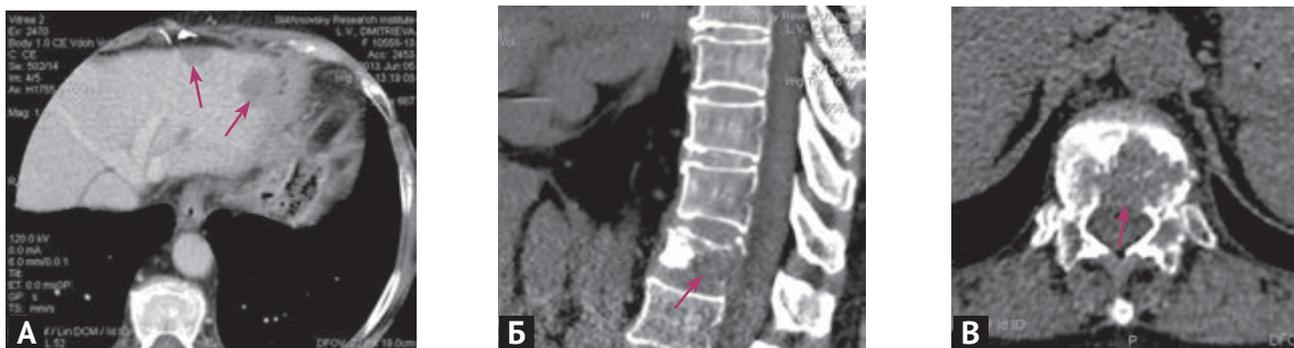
Мультиспиральная компьютерная томограмма: А — множественные гиповаскулярные очаговые образования в печени, Б, В — деструкция XII грудного позвонка (метастазы)
